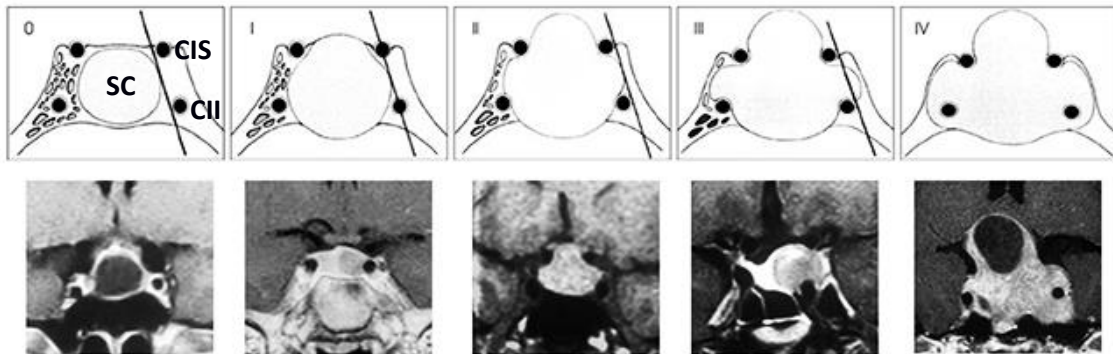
Representación esquemática y real, en RM, en secciones coronales que muestra los diferentes grados de invasión del seno cavernoso (SC) según la clasificación de Knops de los AH. Imagen tomada de <http://www.tumoresdehipofisis.com/tipos-de-tumores-de-hipofisis/adenoma-de-hipofisis> CIS: Arteria carótida interna supracavernosa. CII: Arteria carótida interna intracavernosa
